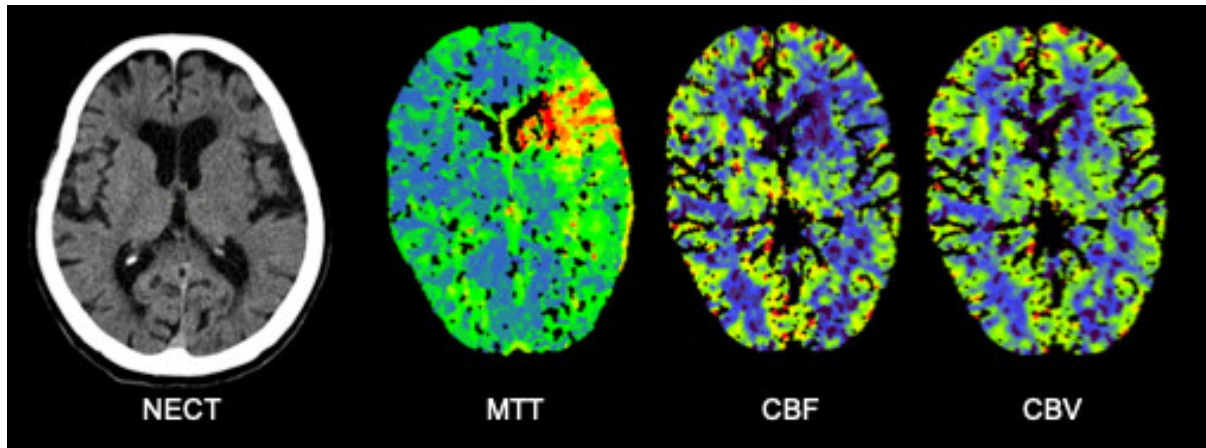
Natives cCT mit multiparametrischer CT-Perfusion bei Verdacht auf einen Schlaganfall mit unbekanntem Zeitfenster. Das Nativ-CT (NECT) zeigt keine eindeutigen Frühzeichen. Daneben finden sich die farbskalierten CT-Perfusionskarten. Gut erkennbar ist eine stark verlängerte MTT im linksseitigen Medialstromgebiet (rot-orange) gegenüber der gesunden, kontralateralen Seite blau-grün. Korrespondierend ist der regionale CBF im betroffenen Areal des Kaudatuskopfes, Linsenkernes und der Inselrinde vermindert (dunkelblau-lila), wohingegen das CBV nur im Kaudatuskopf vermindert ist (dunkelblau) und der Linsenkern, sowie die Inselrinde nahezu normale Werte (grün) aufzeigen. Hieraus resultiert ein Mismatchverhältnis MTT/CBF versus CBV, so dass neben dem irreversiblen Infarktkern, die Penumbra (Linsenkern und Inselrinde) als Risikogewebe abgegrenzt werden können.
